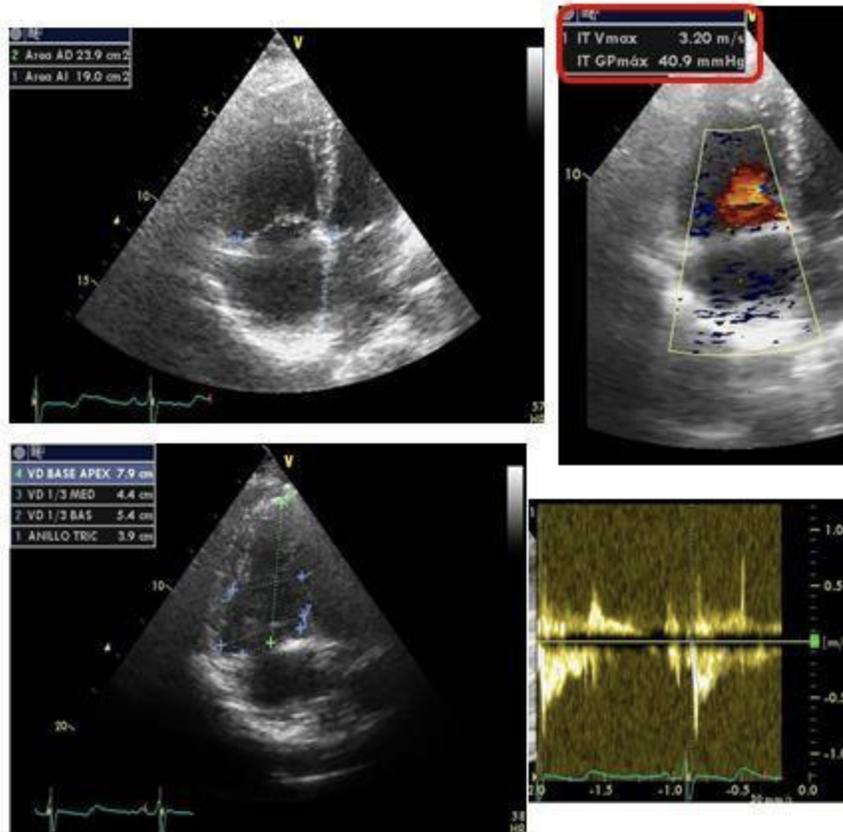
Elementos de ecocardiograma Doppler transtorácico en un paciente con hipertensión arterial pulmonar. Obsérvese el aumento de la velocidad de regurgitación tricuspídea (3,2 m/seg), el agrandamiento del tamaño del VD y de AD, el mellado del flujograma pulmonar en la señal Doppler de abajo a la derecha.
